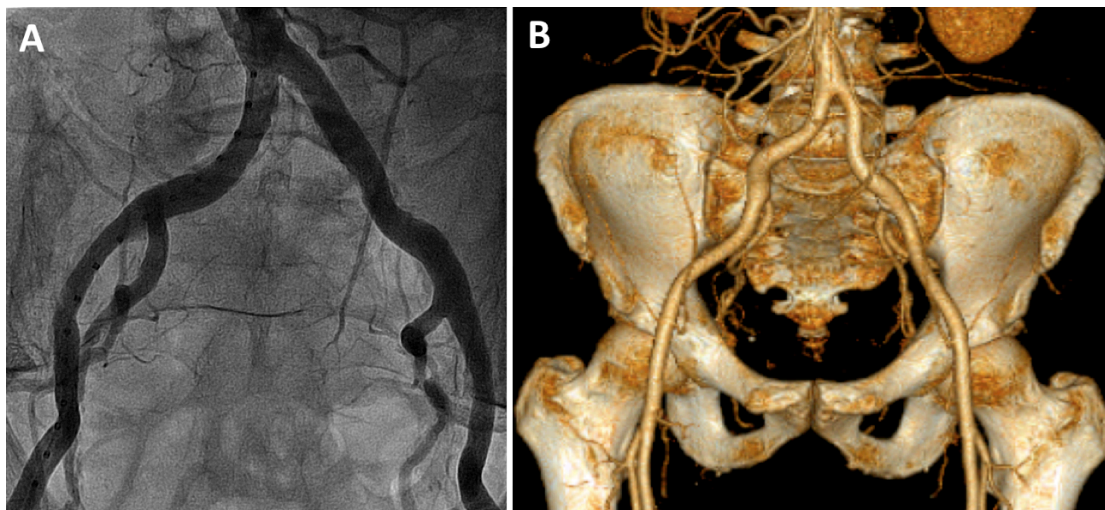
Ejemplo del estudio vascular pre-IPVA: angiografía arterial del eje aorto-iliaco-femoral (A), y angiografía no invasiva por tomografía computerizada, en una reconstrucción tridimensional (B).
